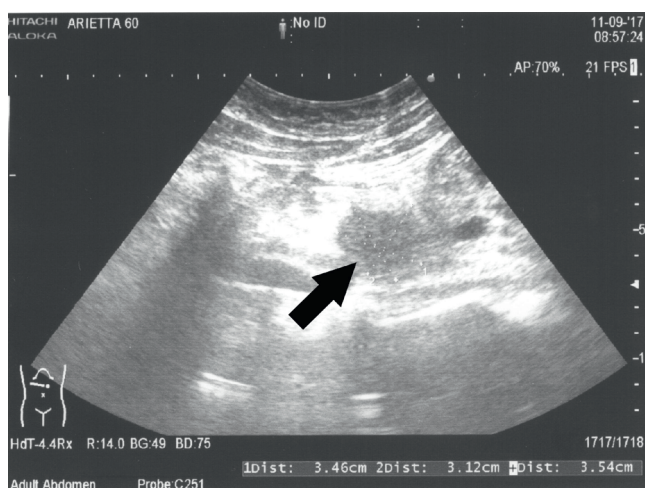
Ultrasonography showing a focal change in the field of the pancreatic head measuring 34.6 × 31.2 × 35.4 mm (arrowhead)
